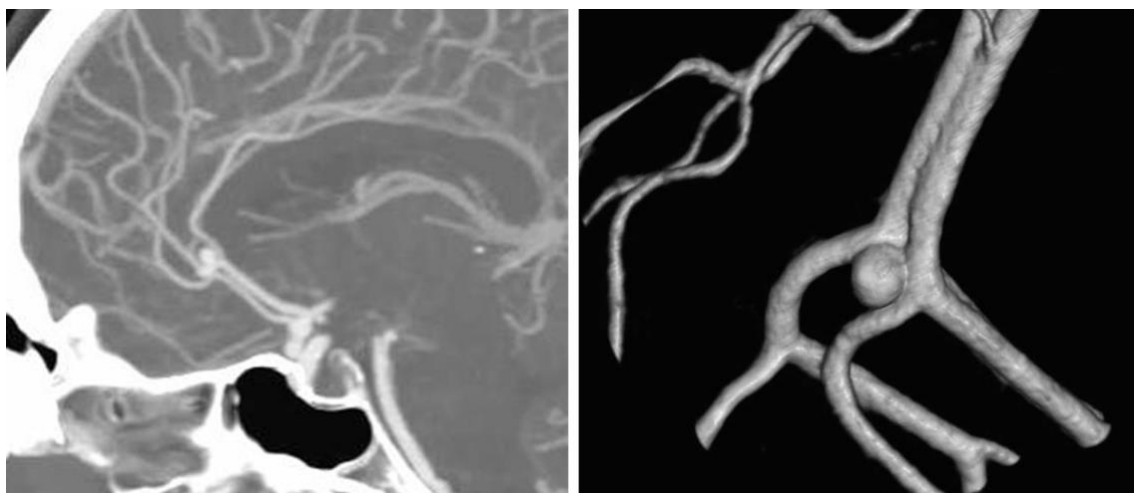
CTA 与三维重建展示了典型的胼周动脉瘤图像
